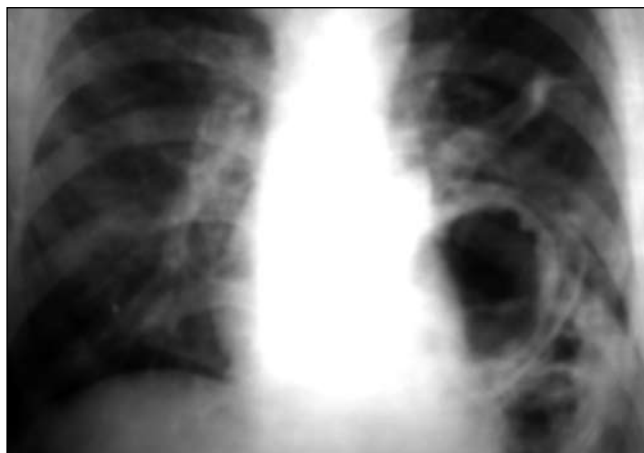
Рентгенограмма больного 3., пояснения в тексте.
